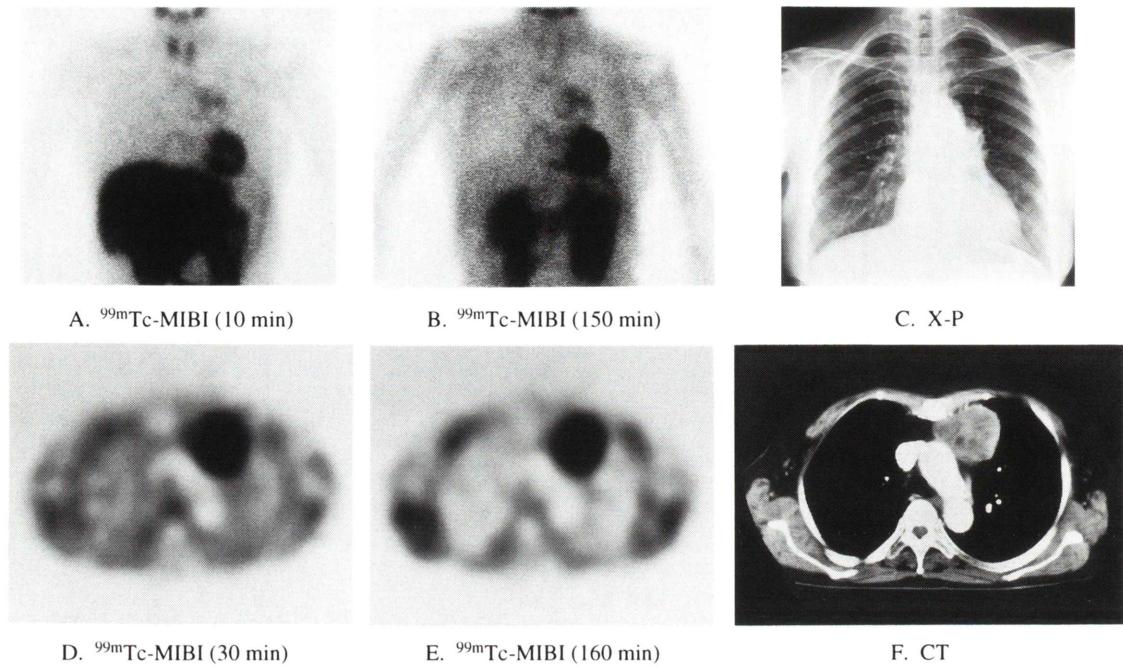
A 70-year old female with mediastinal carcinoid. Images obtained 10 minutes (A) and 150 minutes (B) after injection of 805 MBq ^{99m}Tc -MIBI show obvious uptake in the hilus of lung found on the X-ray image (C). SPECT images (D & E) reveal that the focus is located in the left anterior site of the mediastinum, which is confirmed with CT (F). At surgery a large carcinoid (65×60×30 mm) was found.
